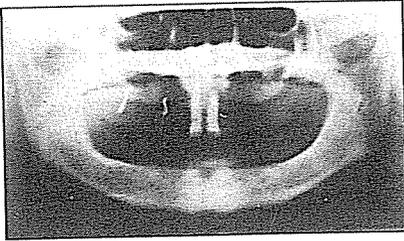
Radiografía panorámica. Enfermedad periodontal grave. Poco hueso.
